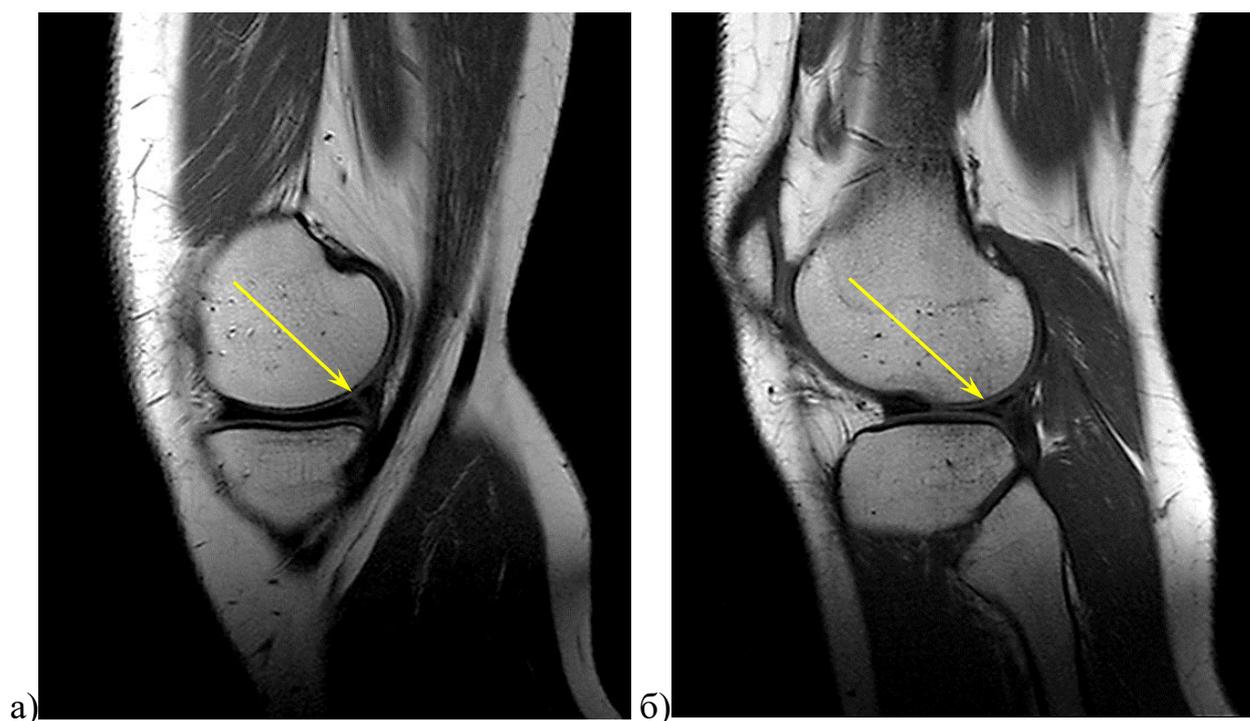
МРТ коленного сустава (Т2-взвешенное изображение в сагиттальной плоскости) военнослужащего П., 25-и лет (ИБ № 3456):
